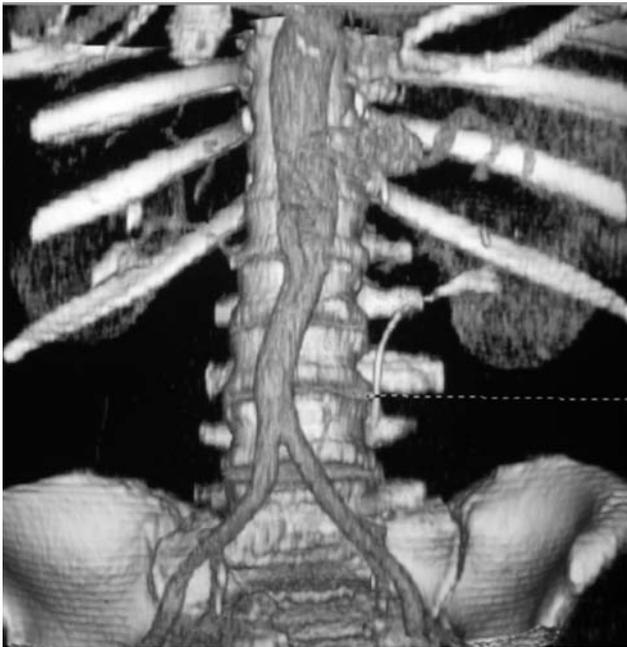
Reconstrucción de TAC: aneurisma de arteria esplénica.
